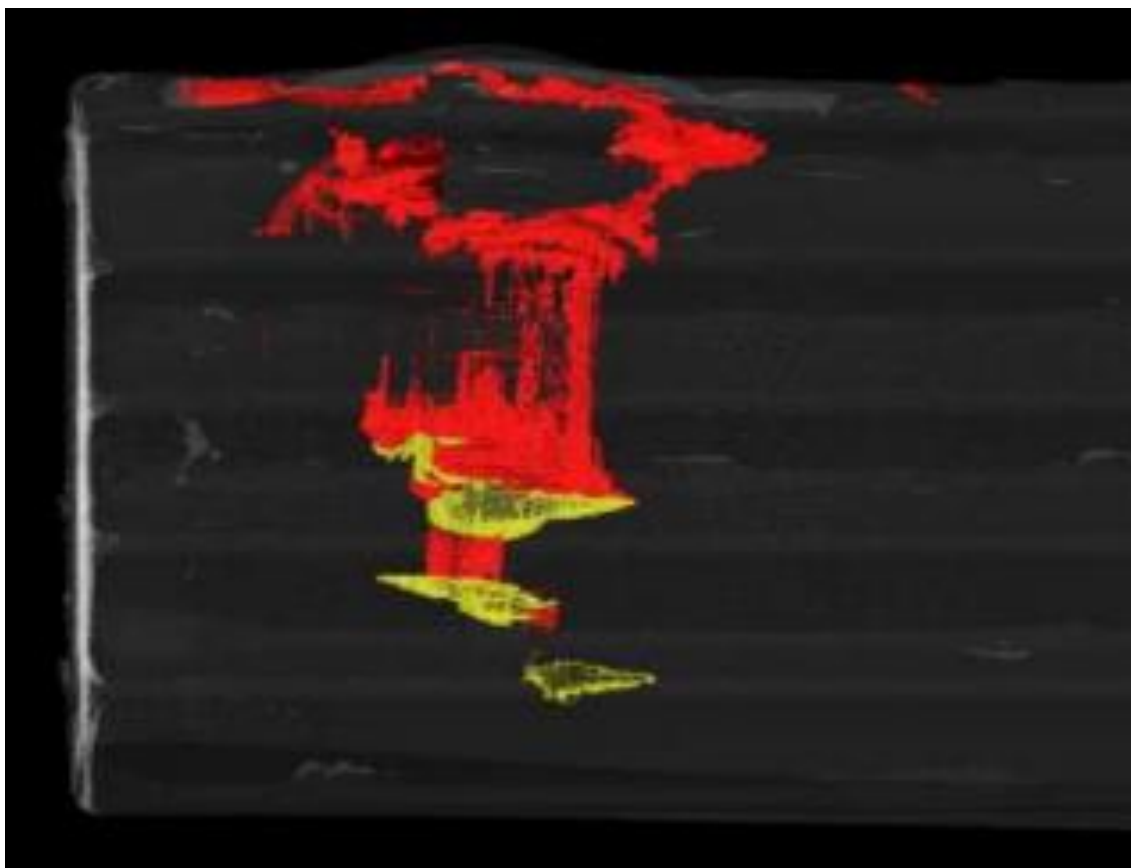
Tomografia computadorizada da peça. As regiões amarelas mostram as fraturas visíveis e as vermelhas, as fraturas subsuperficiais. Fonte: <https://www.aibn.no/Aviation/Published-reports/2018-04>
